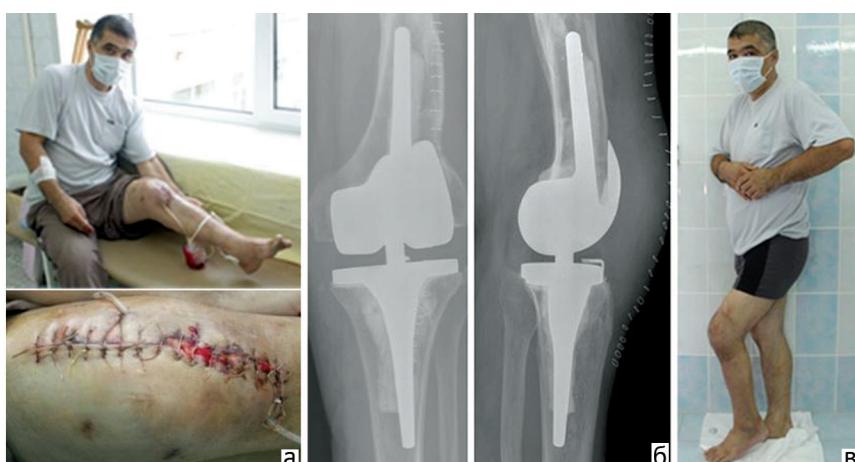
Больной С.: а – внешний вид после операции, этап дренирования; б – рентгенограммы коленного сустава после ревизионного эндопротезирования; в – фото больного после лечения
